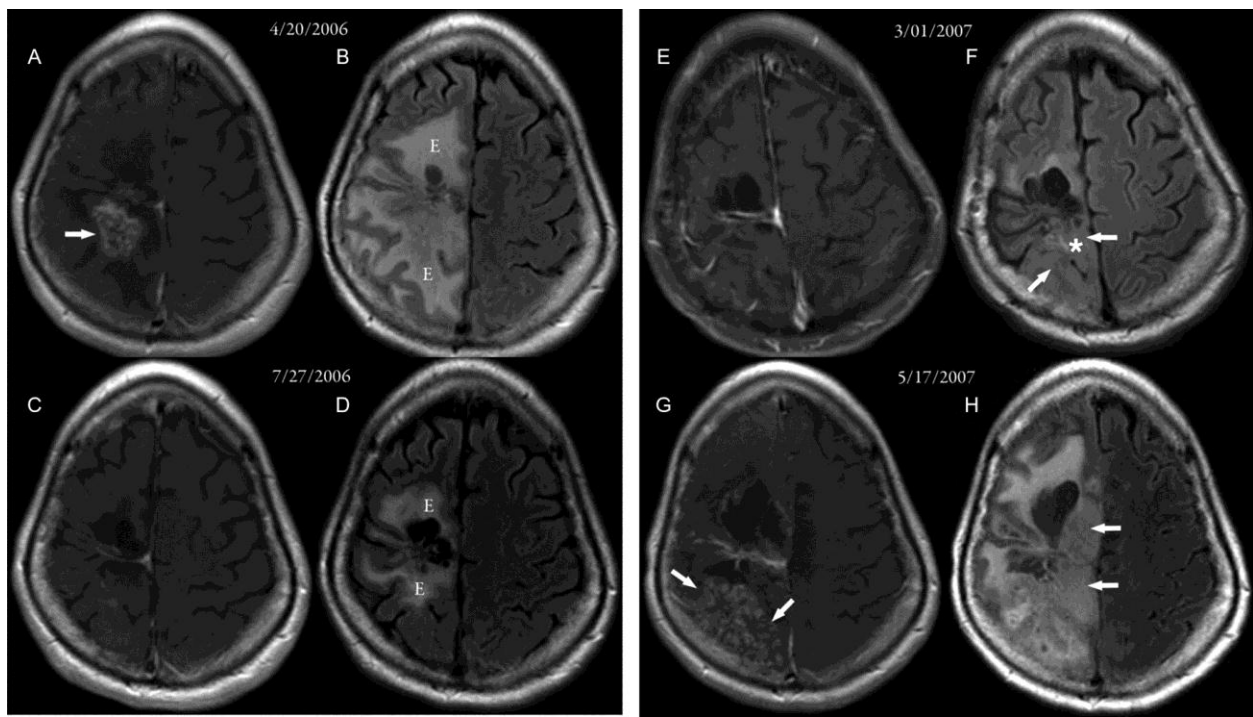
Modifications phénotypiques obtenues par radiographie de la progression tumorale cérébrale chez un patient traité au Bevacizumab (de Groot et al., 2010).
